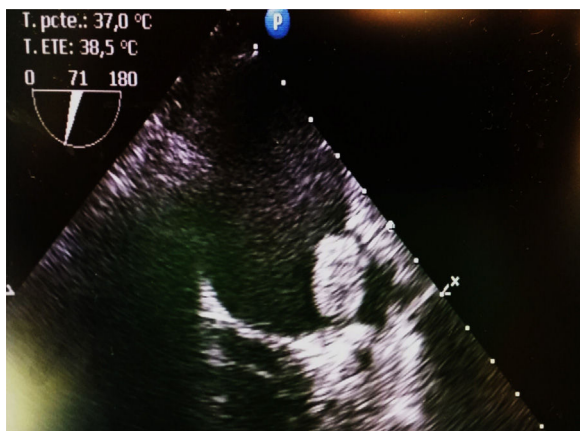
Imagen 2D de ecocardiografía transesofágica que muestra trombo en la orejuela izquierda.
